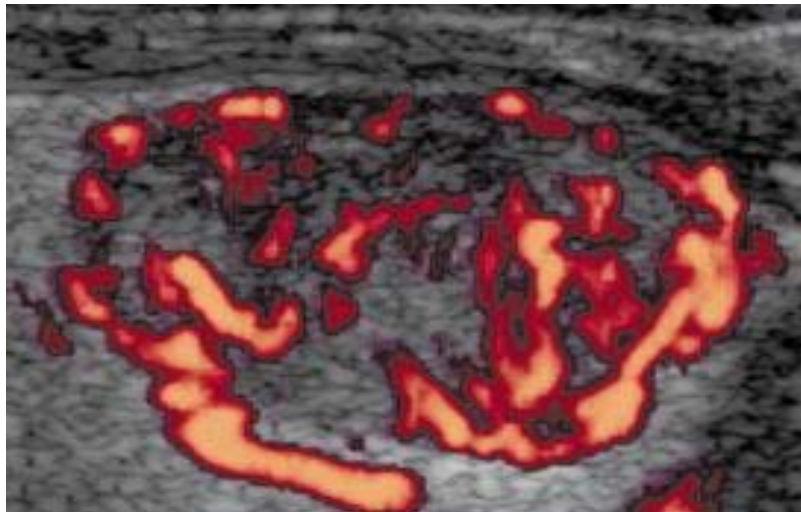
Vascularisation intranodulaire prédominante en doppler couleur [43].
